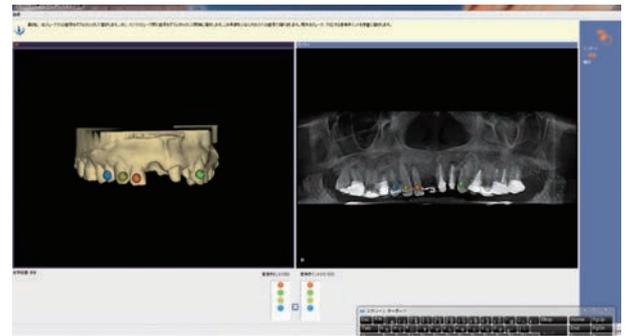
口腔内のデータとCTデータとの重ね合わせ。障害陰影のない歯を選択したほうが正確性がある。
